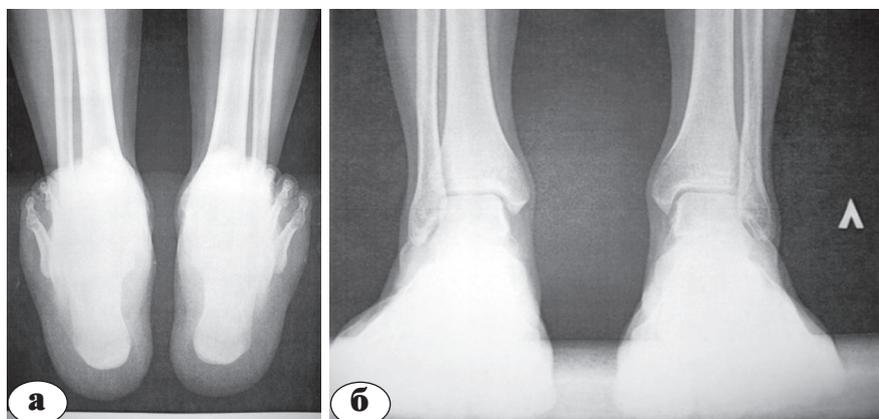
Рентгенограммы голеностопных суставов в положении стоя: а – в проекции Зальцмана; б – прямая проекция
